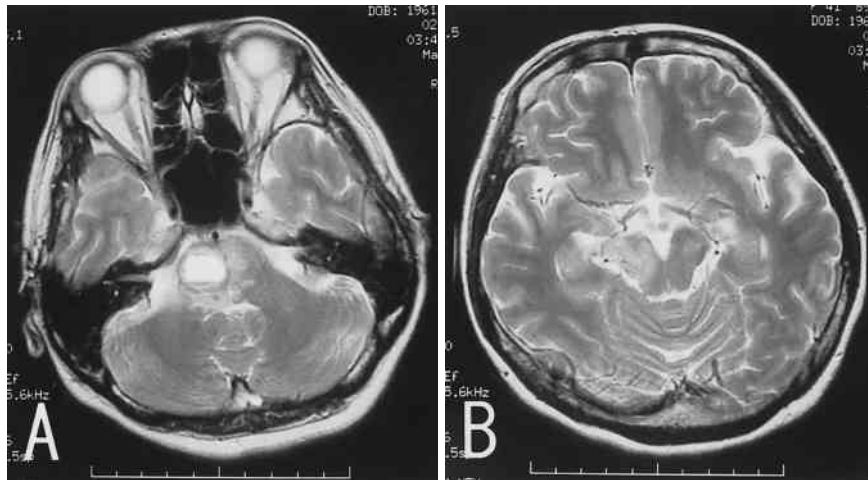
MRI scans (T2 images) before gamma knife radiosurgery
